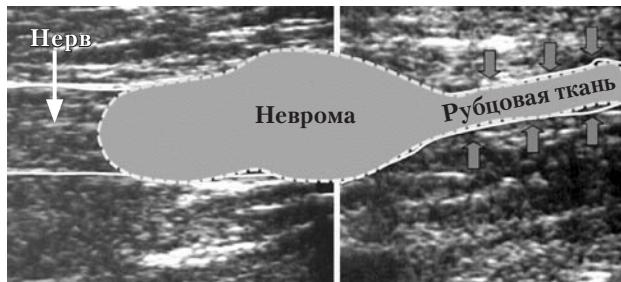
Пример способности УЗИ выявлять размеры повреждения. Травматическая неврома. Слева нерв имеет нормальную линейную структуру, неврома переходит в рубец.
